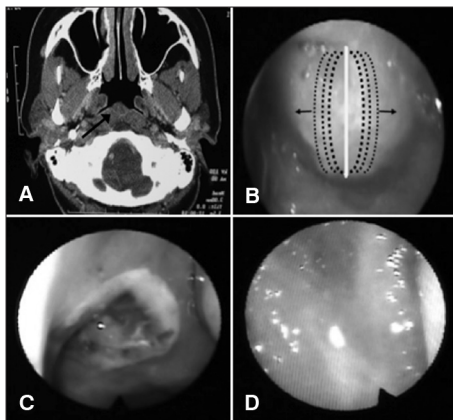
A: Tomografia computadorizada de seios da face demonstrando lesão em região de rinofaringe; B: Sentido da vaporização das bordas livres do cisto; C: Aspecto da lesão cirúrgica no segundo dia de pós-operatório; D: Terceiro mês de pós-operatório, mucosa de aspecto normal sem sinais de recidiva.
